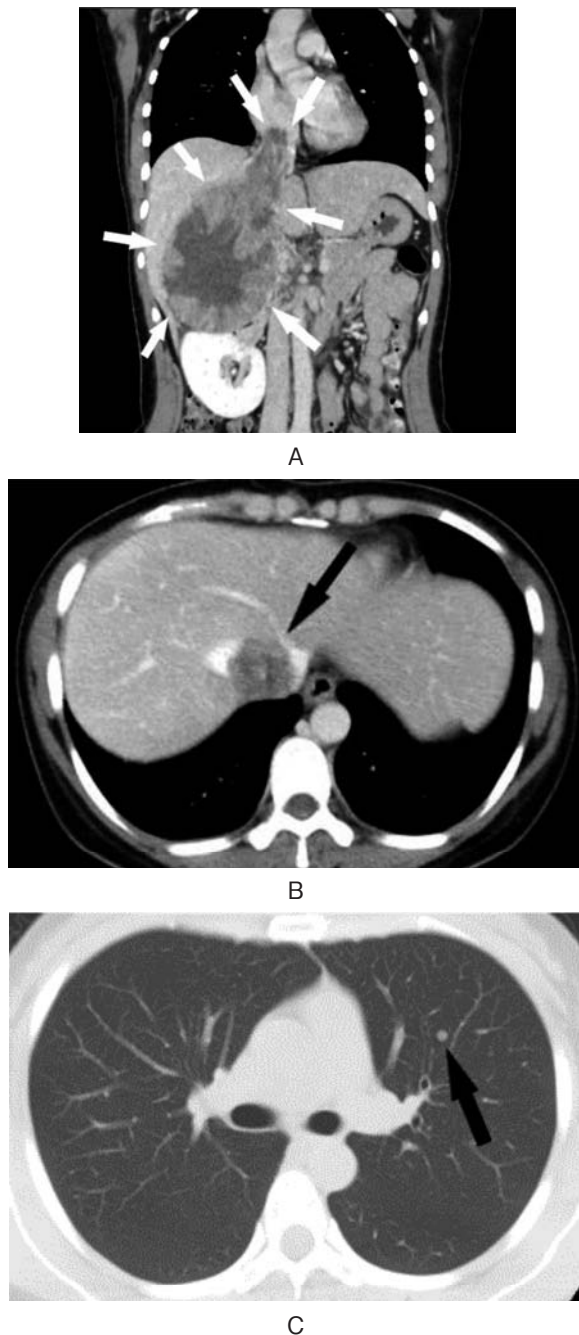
Radiographic findings before treatment. A) Arrow shows right adrenal tumor with venous tumor thrombus extending above the diaphragm and into the right atrium on CT scan imaging. B) Arrow shows venous obstruction at hepatic vein junction on CT scan imaging. C) Arrow shows lung metastasis on CT scan imaging.
